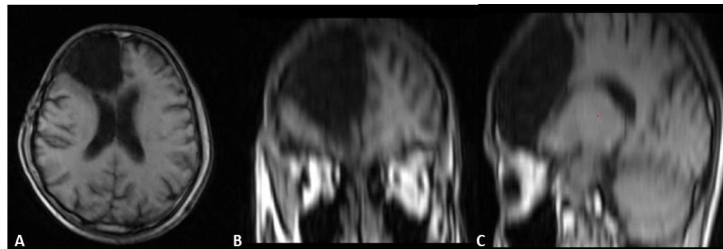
Resonancia magnética de cráneo posquirúrgica en ponderación T1, cortes axial (A), coronal (B) y sagital (C); área de lobectomía frontal derecha sin lesión tumoral residual
